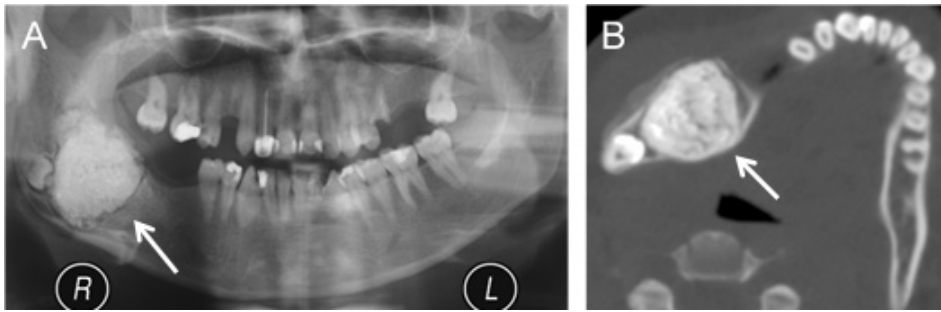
Odontoma complexo. Ortopantomografia (A) e imagem axial de TC, em janela óssea (B) do mesmo doente, mostram uma lesão esclerótica no ramo ascendente direito da mandíbula (setas), adjacente à coroa de dente incluído. Esta lesão é constituída por tecido amorfo, sem evidência de elementos odontogénicos no seu interior.
